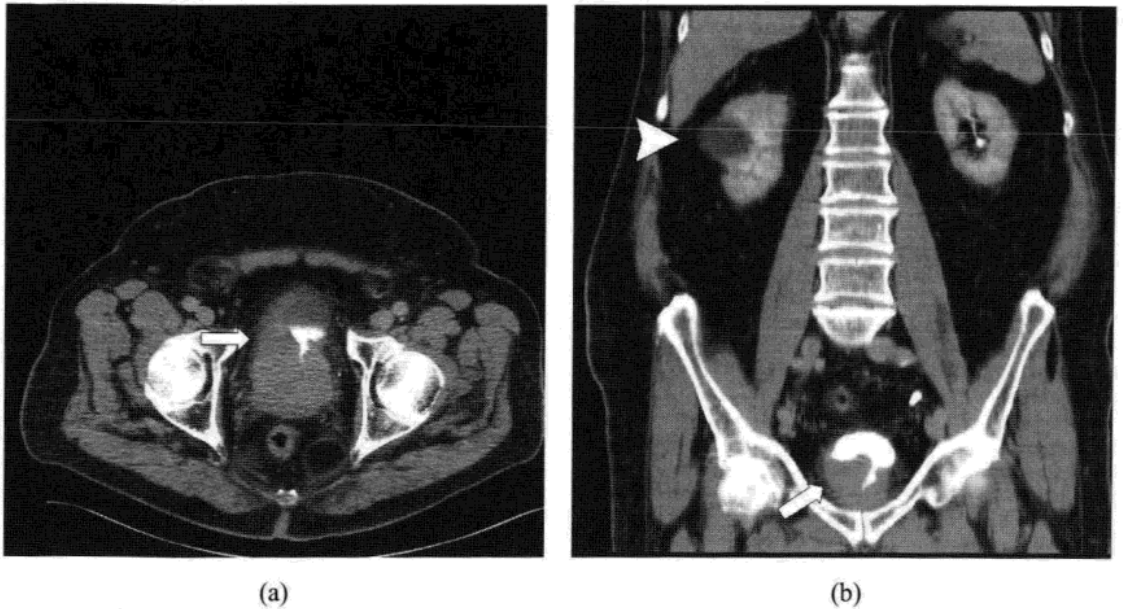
前列腺癌。男性，76 岁，发现膀胱内继发肿瘤，行 CT 扫描观察上尿路情况。图 10.17a 和 b 肿块突入膀胱内(箭标)。图 10.17b 右肾囊肿(箭头)。
